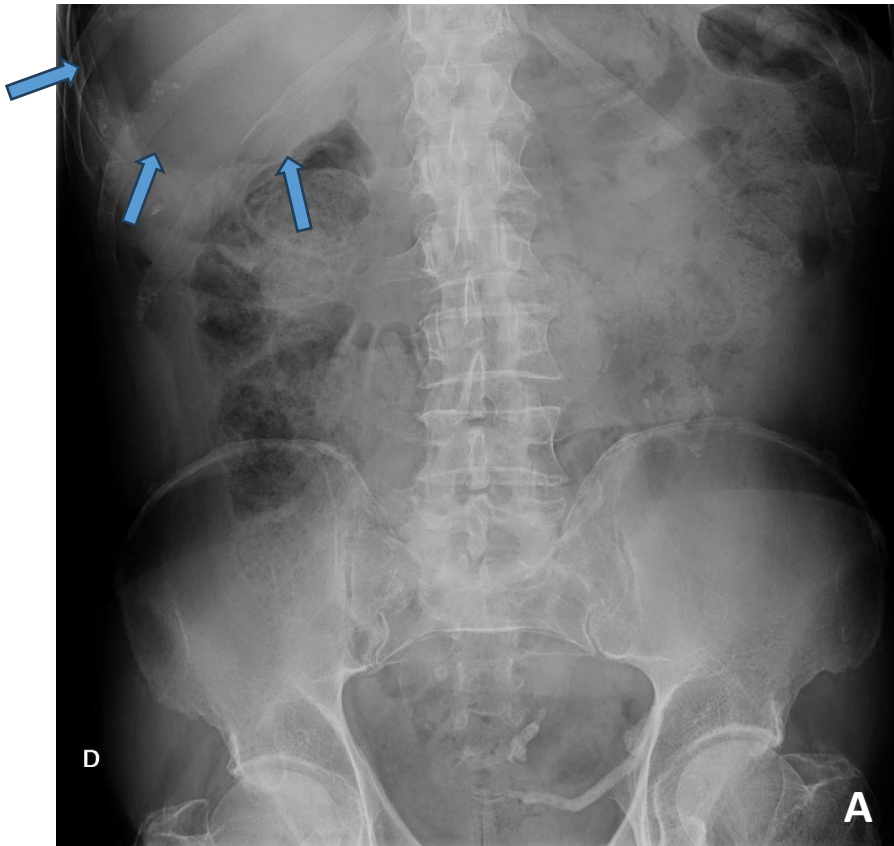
Radiografía de abdomen de un varón en proyección anteroposterior, normal. Se observa un asa de colon con sus haustraciones en hipocondrio derecho, y dibujados los contornos de hígado, bazo, riñones, psoas y vejiga.
